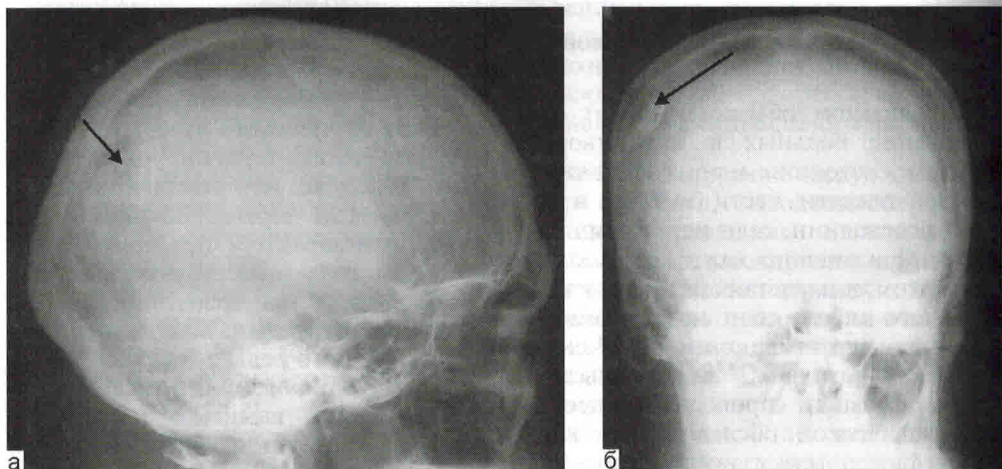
Рентгенограммы черепа. Вдавленный перелом теменно-затылочной области (указано стрелкой).
